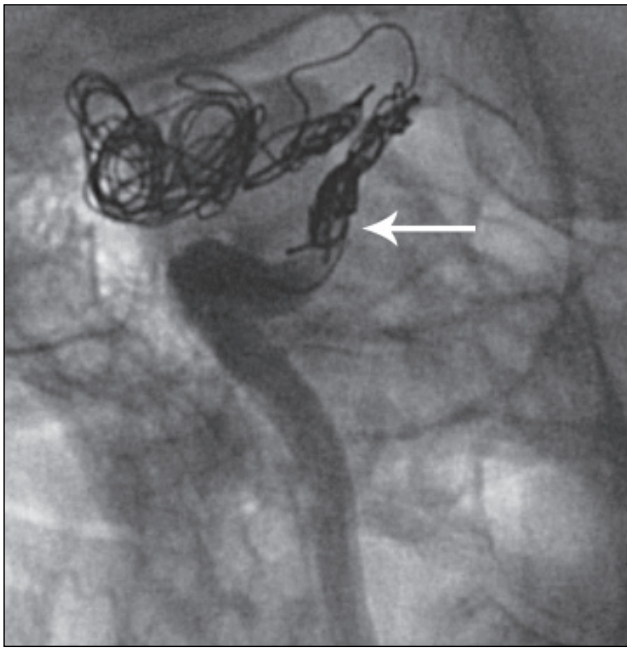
Рентгеноконтрастна церебральна ангиографія після ендovasкулярної деконструкції правої внутрішньої сонної артерії. Стрілкою позначено місце зупинки контрасту в кліноїдному відділі правої внутрішньої сонної артерії
